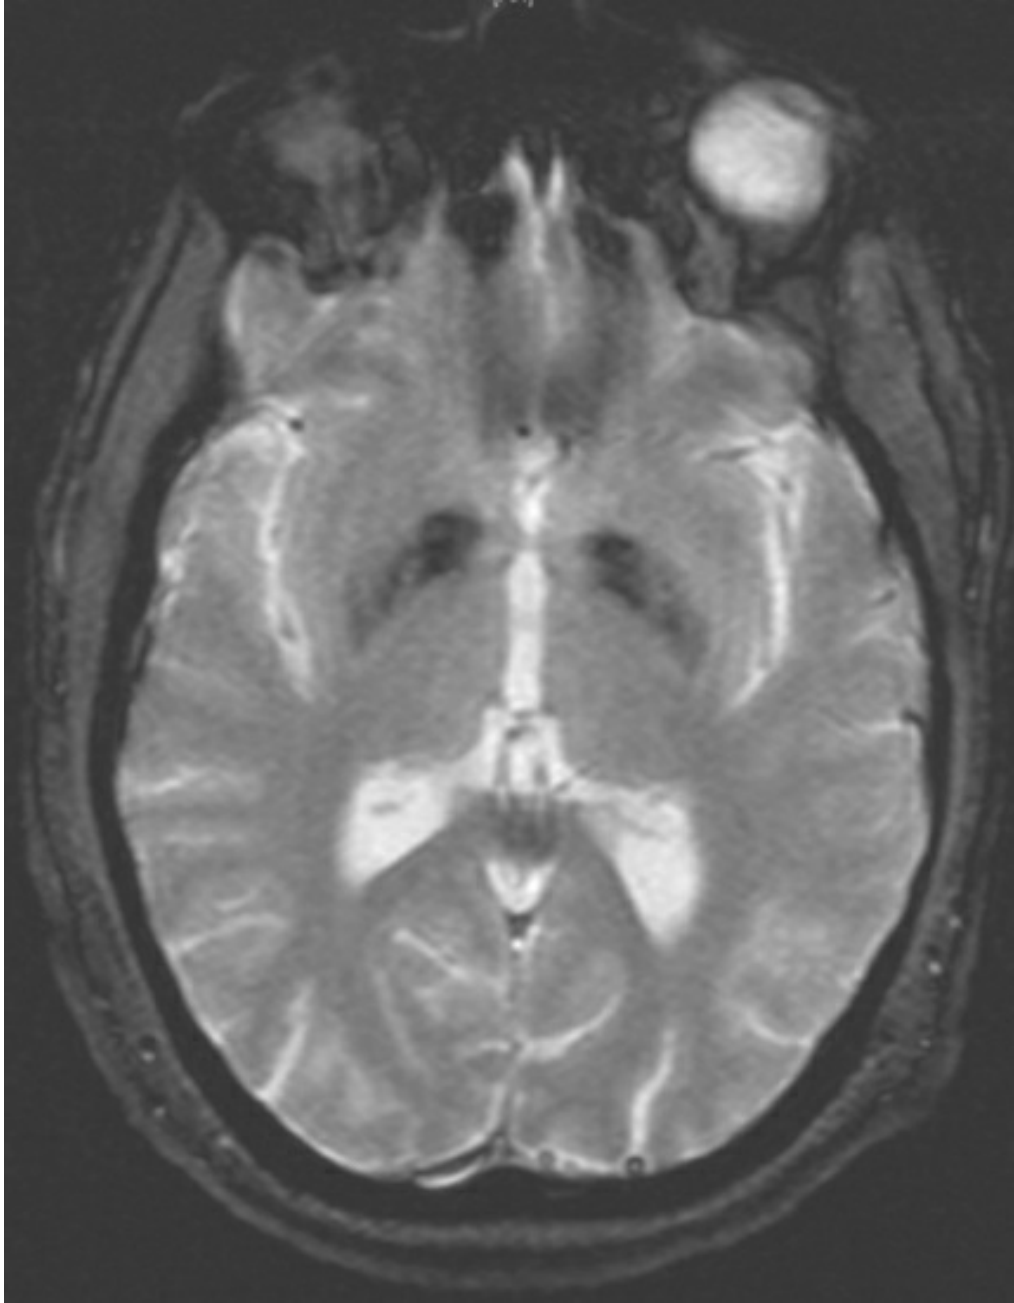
RMN cerebral, secuencia de ecogradiante.
